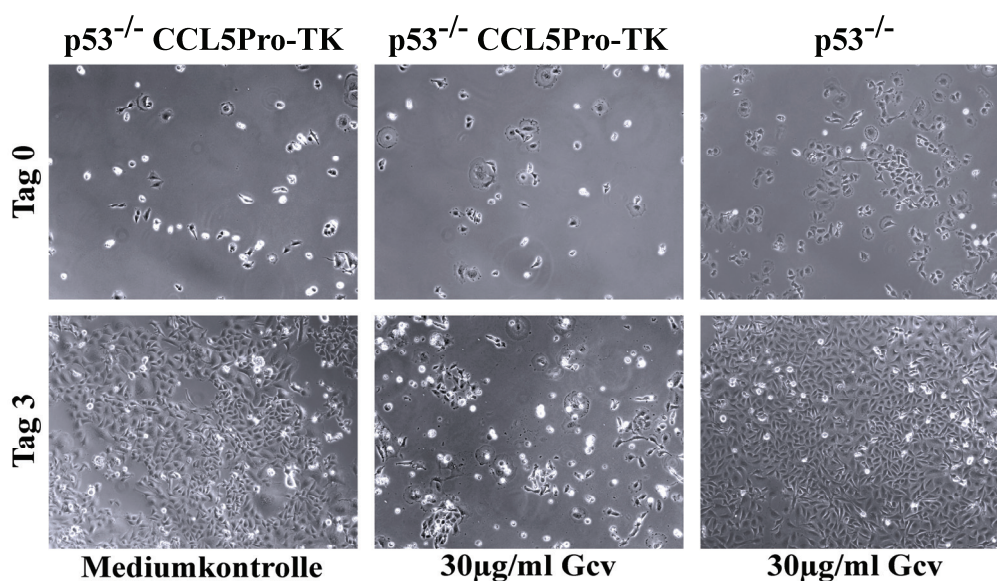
Ganciclovir-Wirkung auf CCL5Pro-TK MSC
